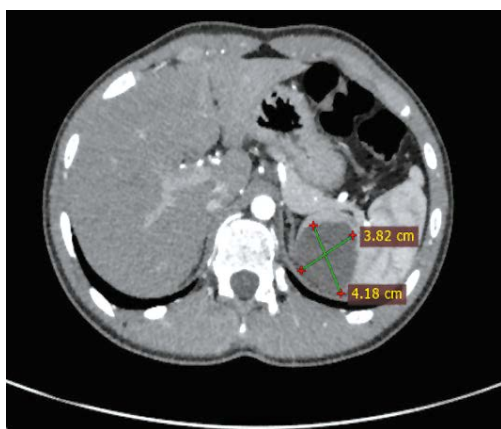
Компьютерная томография органов брюшной полости (клинический случай № 2).
